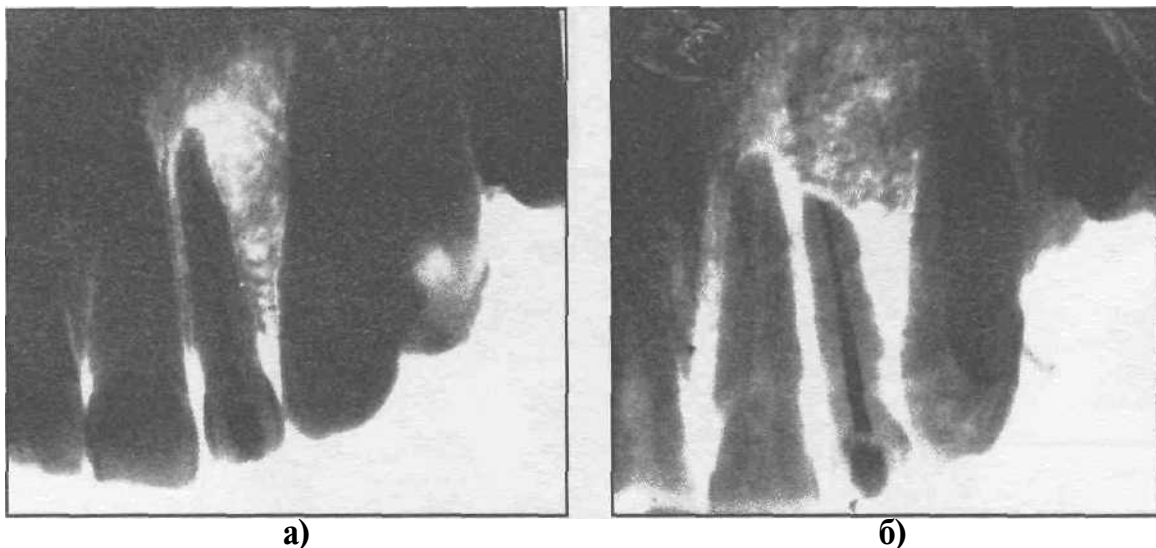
Рентгенограмма верхней челюсти больной с радикулярной кистой: а - до операции, б - через три месяца после заполнения костного дефекта оксидом алюминия (биоинертной керамикой).
